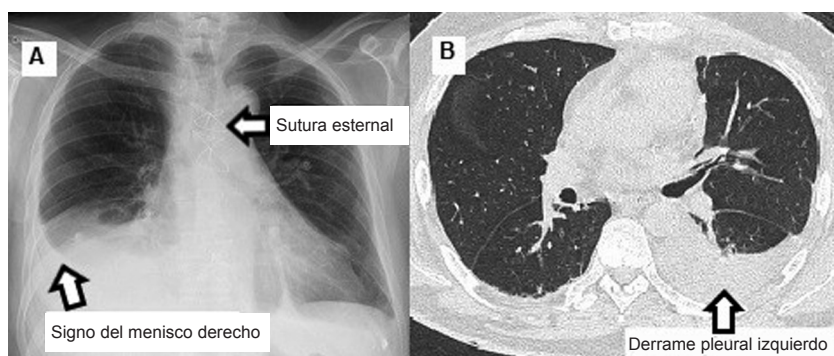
Radiografía con derrame pleural derecho visto con proyección anteroposterior (A). Tomografía computada con derrame pleural izquierdo (B).
